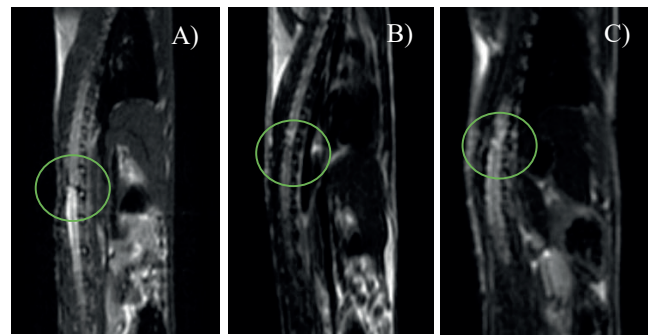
Imágenes sagitales T2 de resonancia magnética, cuatro semanas después de la lesión. A) Control, B) PLA, C) PLA+PPy/I.
